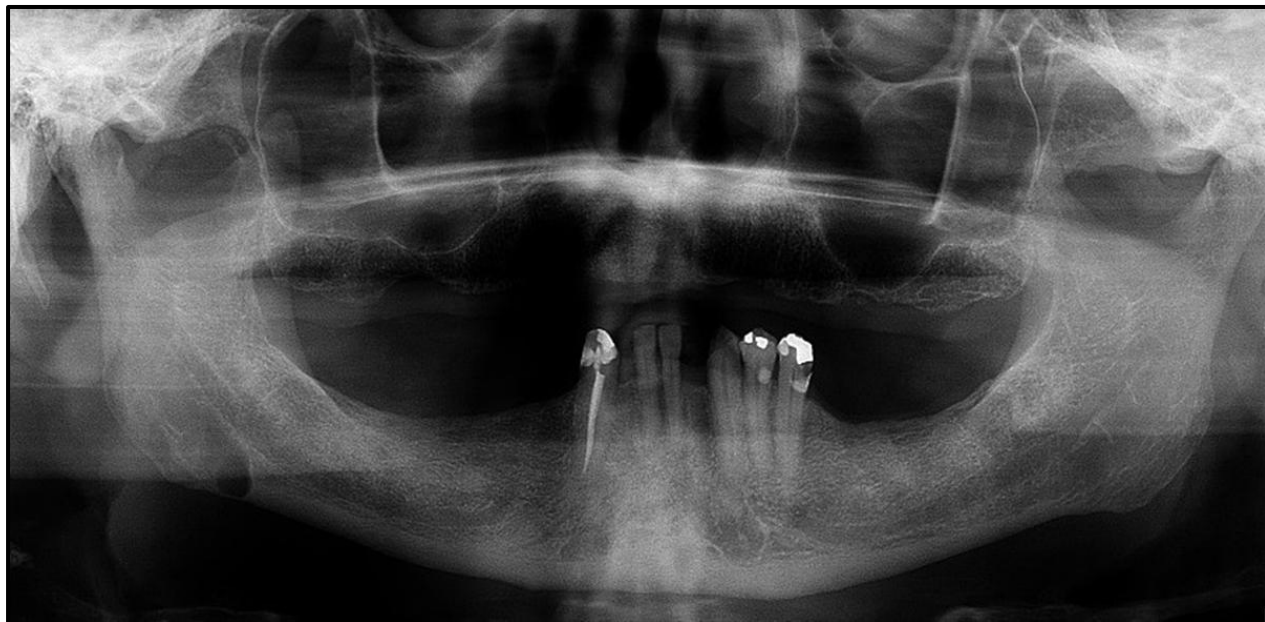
Radiografia panorâmica demonstrando lesão no ângulo direito da mandíbula.
